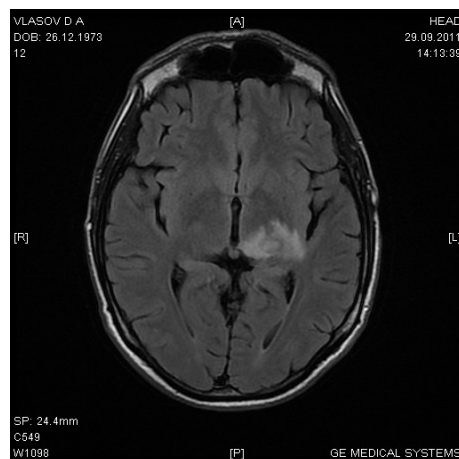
Больной В. Токсоплазмоз головного мозга. МРТ от 29.09.2011
